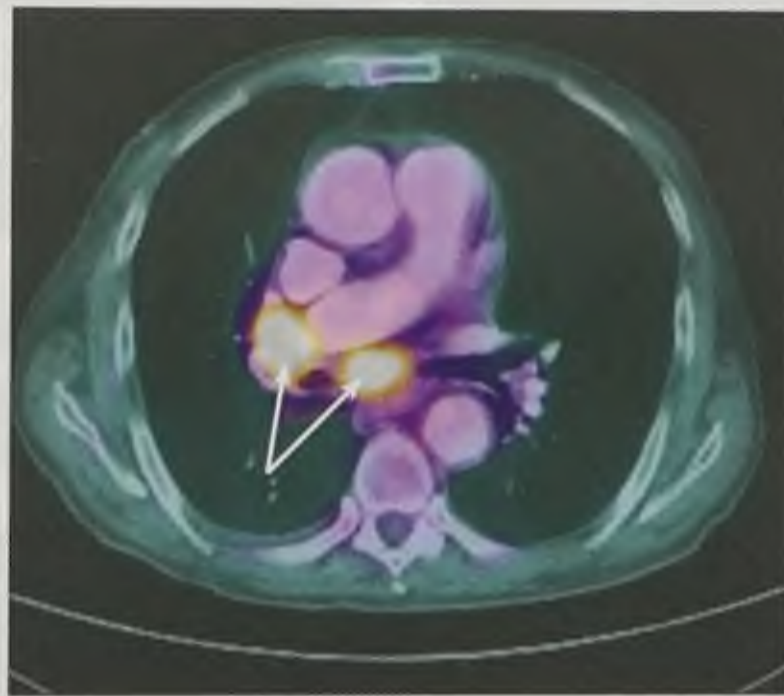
Центральный рак левого верхнедолевого бронха: *a* — на компьютерной томограмме определяется бугристое образование, прорастающее в просвет левого верхнедолевого бронха (стрелка); *б* — на позитронно-эмиссионной томограмме определяется очаг гиперметаболизма фтордезоксиглюкозы (стрелка) в средостении; *в* — на позитронно-эмиссионной компьютерной томограмме определяется образование корня левого легкого с повышенной фиксацией фтордезоксиглюкозы в нем (стрелки)
